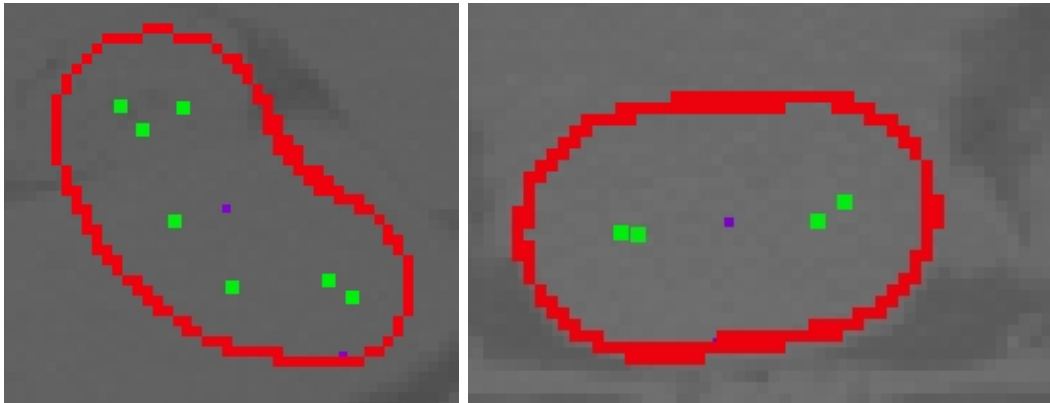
Ausschnitt der Schichten T250 Magen und T185 Blase vor dem Hintergrund der CT-Bilder
